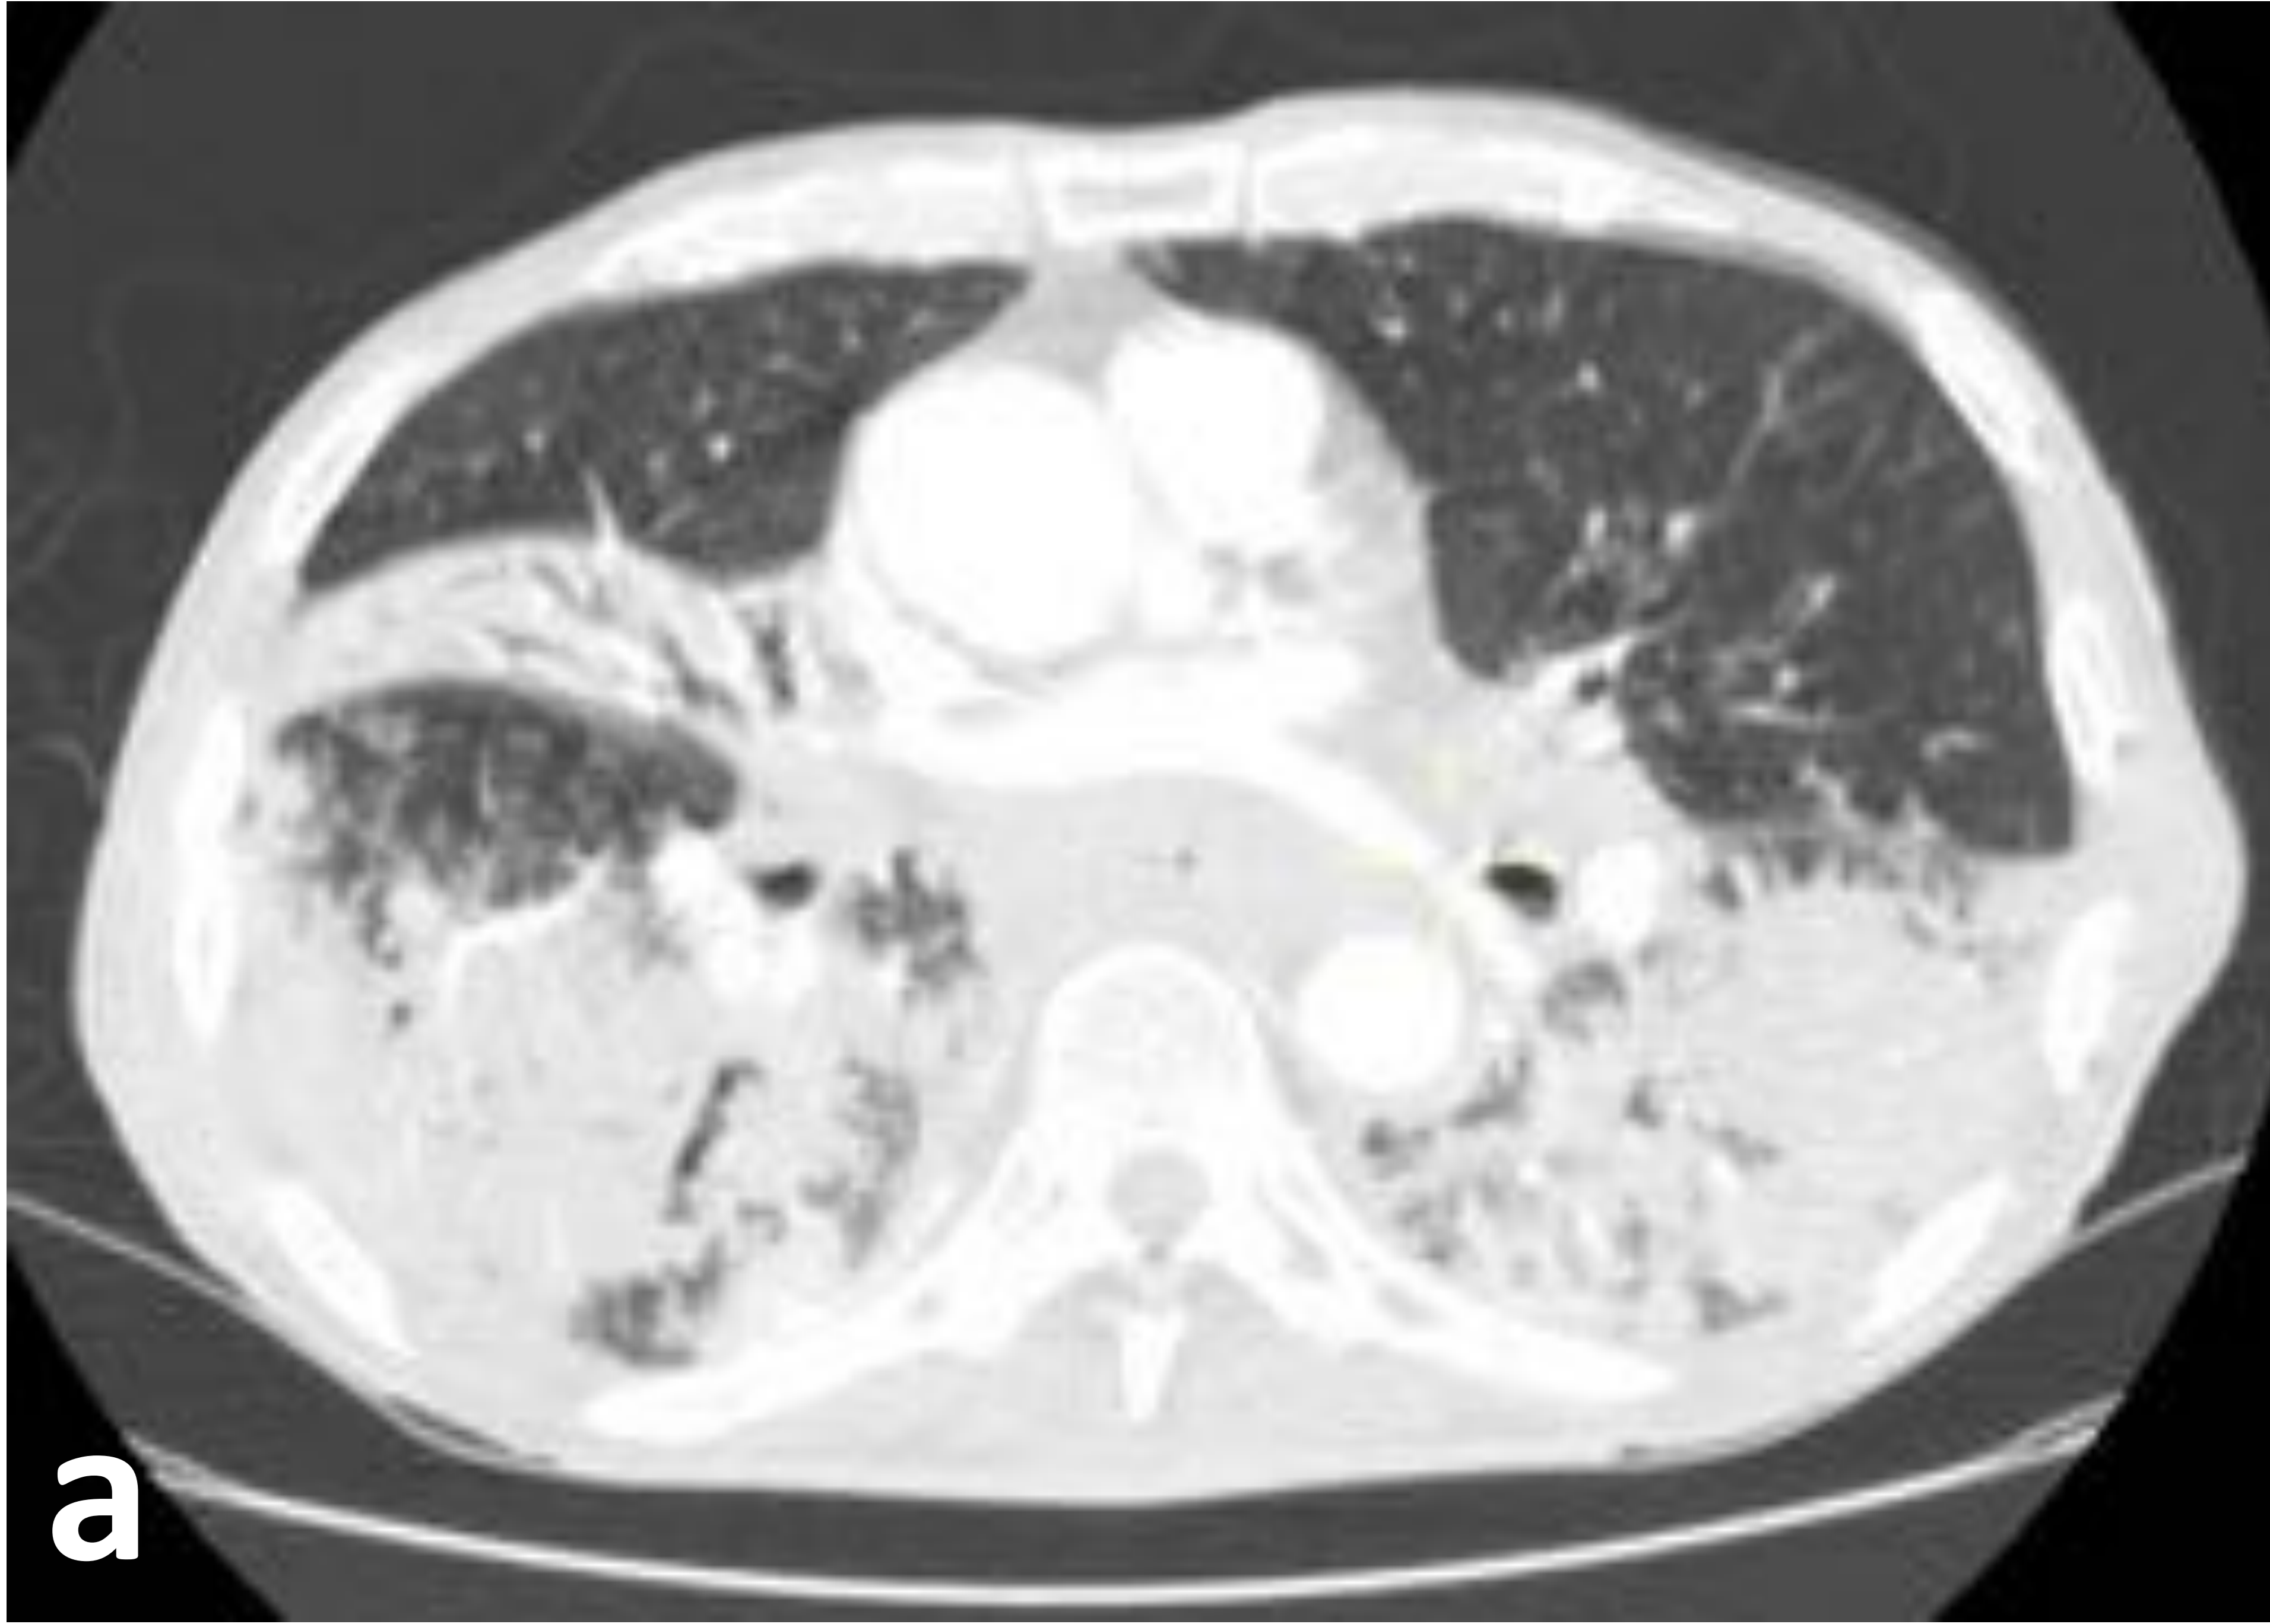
Angio-TC de tórax con ventana de pulmón, corte axial (a) y sagital (b). Imagen de consolidación alveolar de ambos lóbulos inferiores, con broncograma aéreo, compatible con neumonía. References: Servicio de Radiodiagnóstico. Hospital Universitario Virgen Macarena, Sevilla. España.
